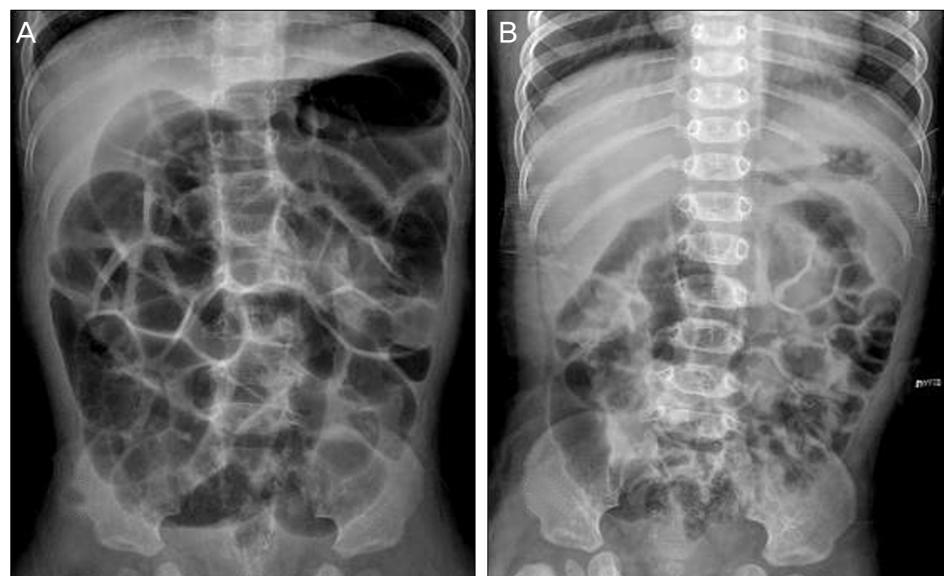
Simple abdomen X-ray before Duhamel's operation (A) and after Duhamel's operation (B).
